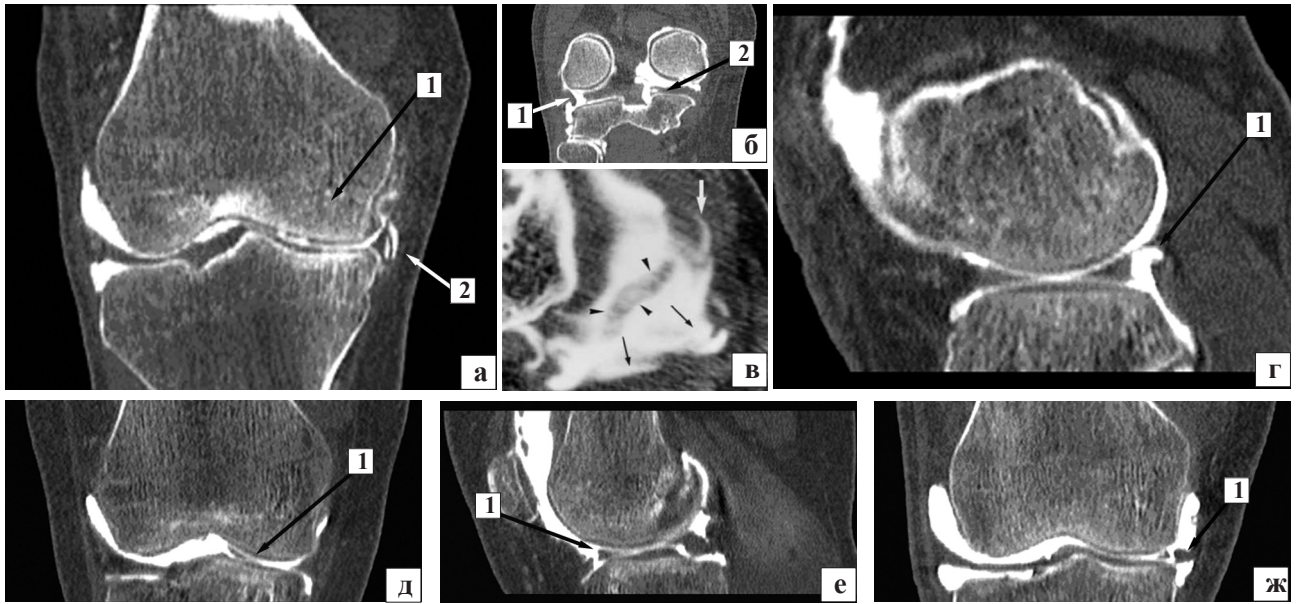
Фотовідбитки мультипланарної реконструкції колінного суглоба: а) фронтальна на рівні передніх рогів менісків правого колінного суглоба: 1 — множинні циркулярні розриви тіла присереднього меніска, 2 — дефекти суглобового хряща присереднього виростка стегнової кістки; б) фронтальна на рівні задніх рогів виростків: 1 — нестабільний поздовжній розрив заднього рогу бічного меніска за типом «ручки лійки», 2 — горизонтальний розрив заднього рогу присереднього меніска, в) аксіальна томограма: 1 — нестабільний складний розрив заднього рогу присереднього меніска (чорні стрілки), 2 — зміщений фрагмент меніска (голівки стрілок), 3 — поздовжній розрив (біла стрілка); г) парасагітальна на рівні бічного меніска: 1 — складний (циркулярний у поєднанні з вертикальним за типом «дзьоба папуги») розрив заднього рогу бічного меніска; д, е) фронтальна на рівні передніх рогів менісків і парасагітальна МПР на рівні присереднього меніска: 1 — фрагмент переднього рогу присереднього меніска, зміщений у міжвиросткову ямку в разі нестабільного поздовжнього розриву за типом «ручки лійки»; ж) фронтальна МПР на рівні передніх рогів менісків: 1 — розрив переднього рогу присереднього меніска за типом «ручки лійки»
